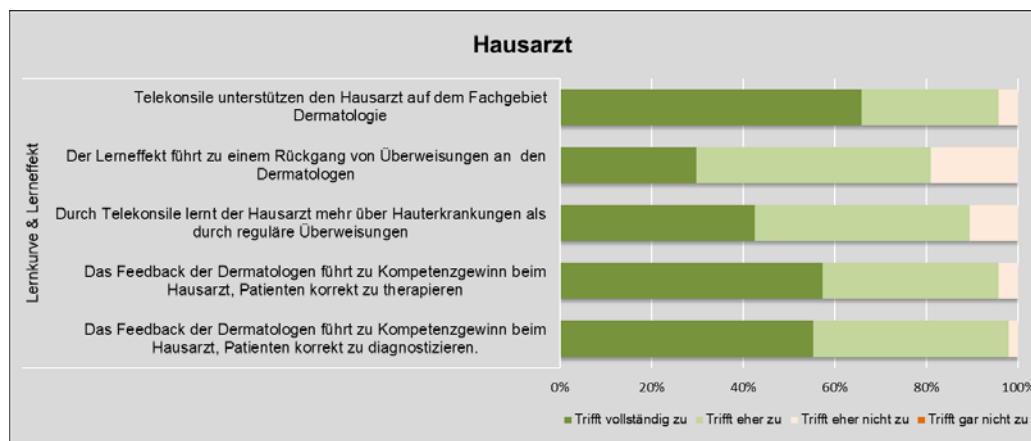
Lerneffekt durch TK aus Sicht des Hausarztes
